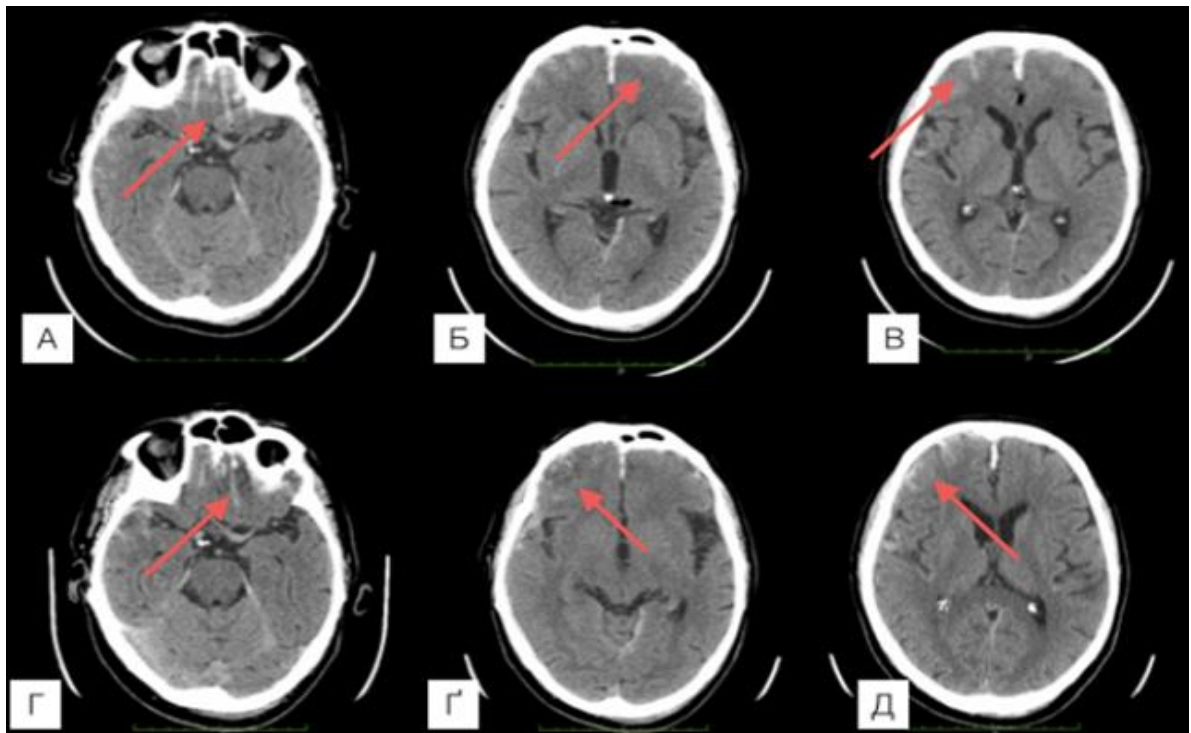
Спостереження №114. КТ хворого С-ан, 49 років, ЗЧМТ (історія хвороби №23783) 4 години після травми виявила забої обох лобних долей (А, Б, В). На момент госпіталізації перебував в стані алкогольної інтоксикації із порушеним рівнем свідомості до коми II. Неврологічний стан в перші 24 години покращився до 15 балів по ШКГ, та контрольна КТ через 24 години після першої КТ, збільшення вогнища забою не виявила.
